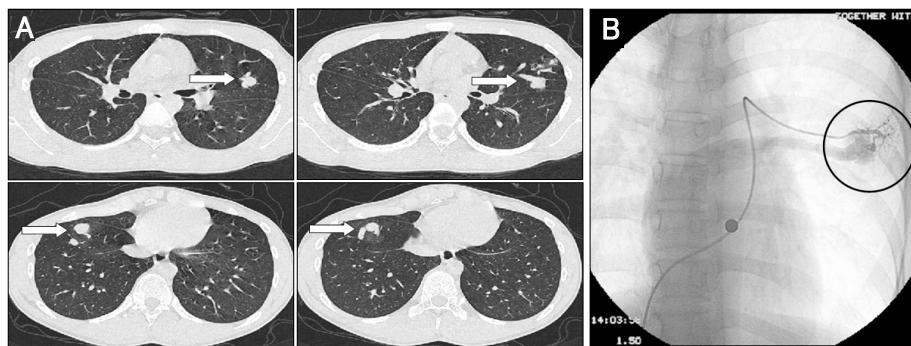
Pulmonary arteriovenous malformation (PAVM). Chest CT scan (A) shows PAVMs (arrows) in left the lingular division and right lower lobe, confirmed by the selective pulmonary angiography (B). CT: computerized tomography.
